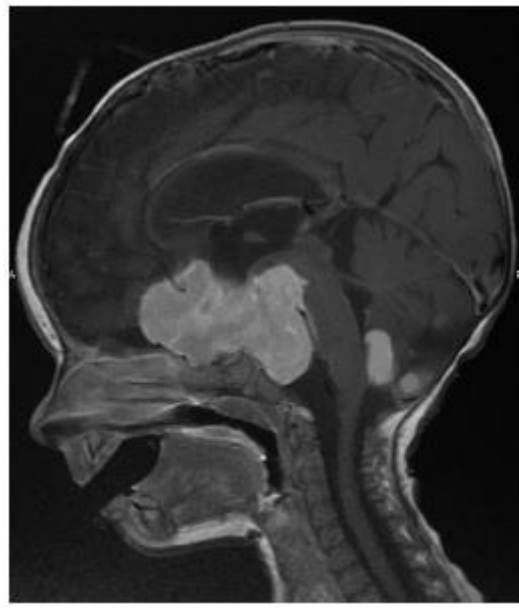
IRM en coupe sagittale d'une tumeur gliale de bas grade de la ligne médiane chez un enfant de cinq ans
